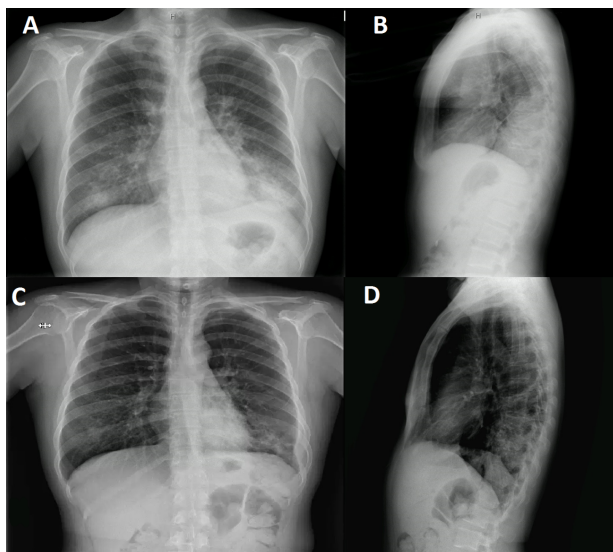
A y B: radiografía de tórax posteroanterior y lateral al inicio del cuadro, donde se objetiva infiltrado bilateral bibasal de predominio izquierdo. C y D: radiografía de tórax tórax posteroanterior y lateral con práctica resolución de los infiltrados tras inicio de tratamiento antituberculoso.
